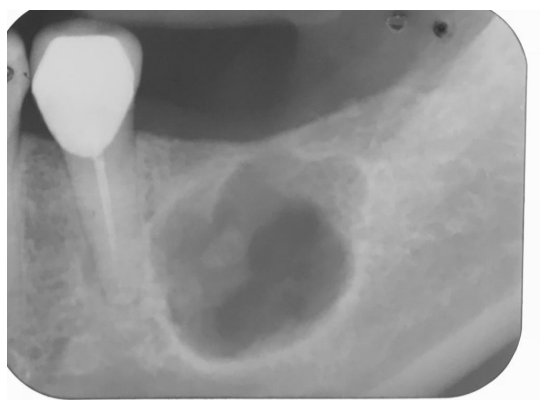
radiografía periapical.
